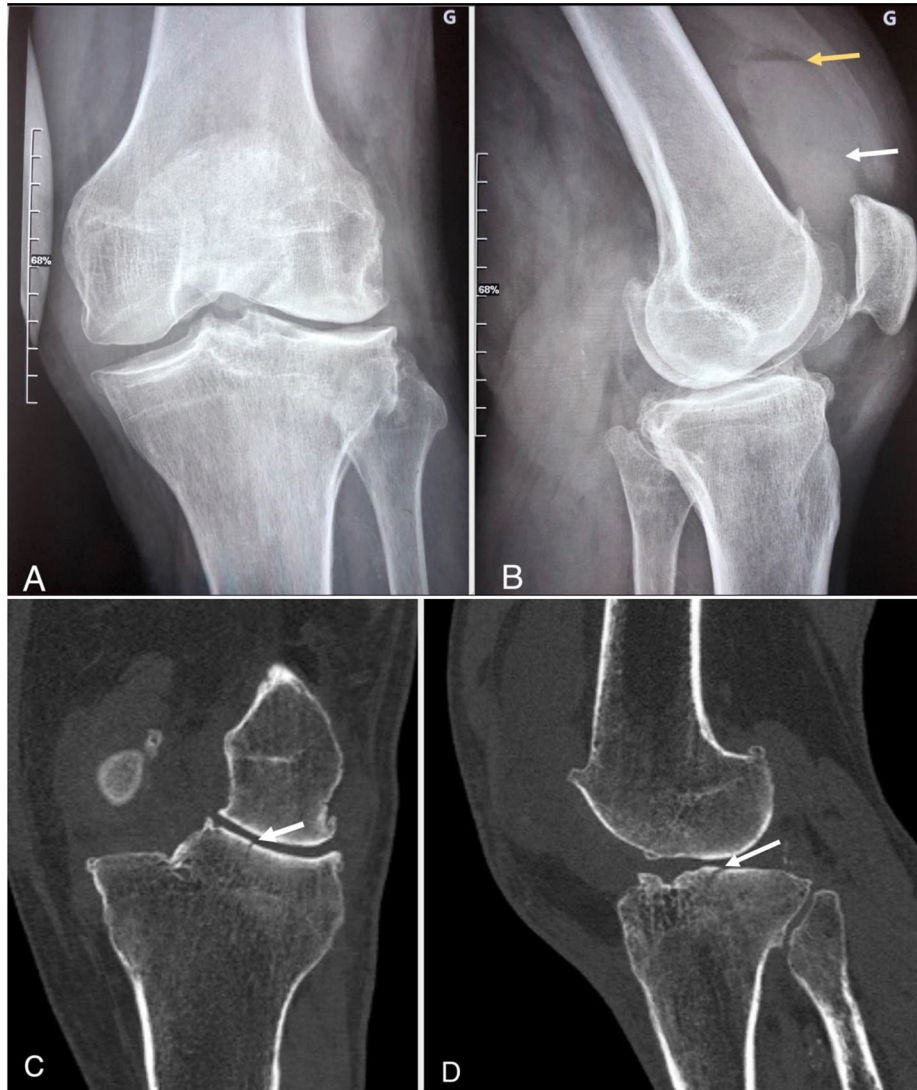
A. Radiographie standard de face. B. Radiographie standard de profil ; flèche jaune : niveau graisse-sédiment ; flèche blanche : niveau sédiment-sang (en déclivité). C. Scanner coupe frontale ; flèche blanche : fracture. D. Scanner coupe sagittale ; flèche blanche : fracture
